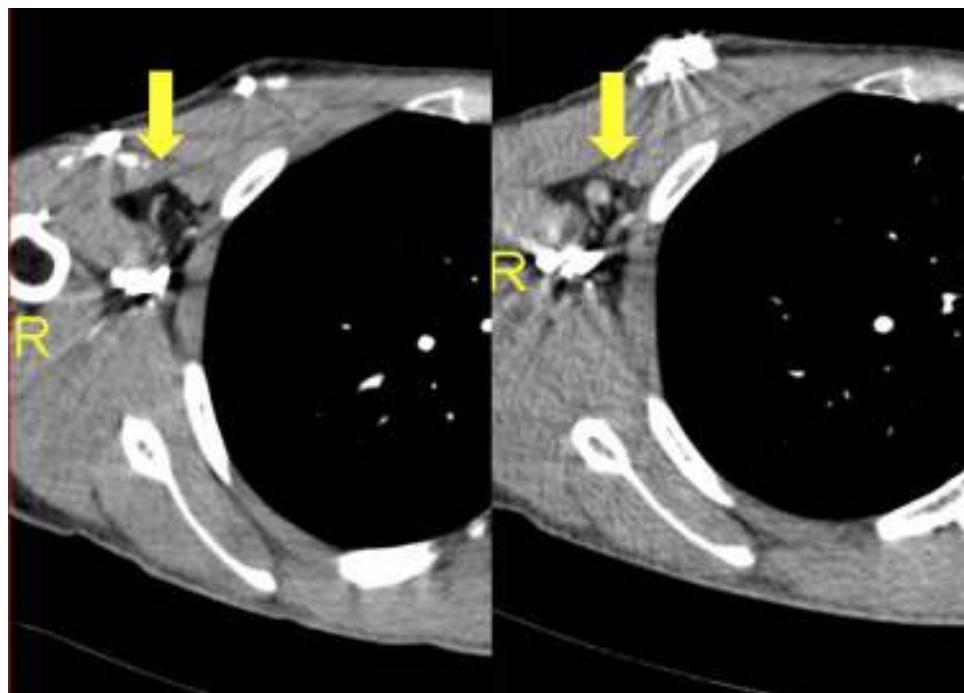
Aparición de adenopatías radiológicamente significativas en la axila contralateral en la TC después de 7 meses tras la cirugía.
